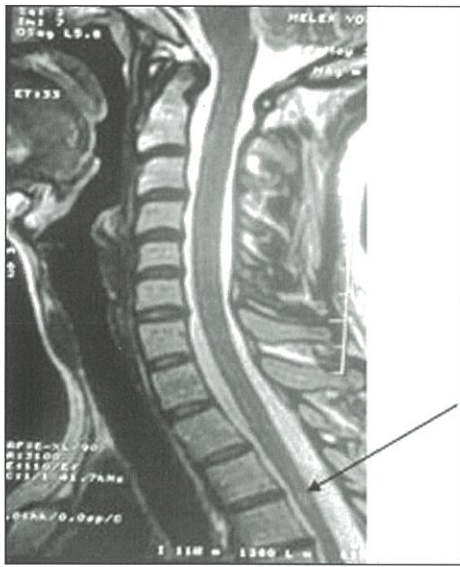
Beyin MRG'de multipl demiyelinizasyonla uyumlu görünüm. Servikal MRG'de C2-C3 ve C3-C4'te posterolateral yerleşimli iki vertebra aralığını aşmayan T2'de hiperintens lezyonlar.
